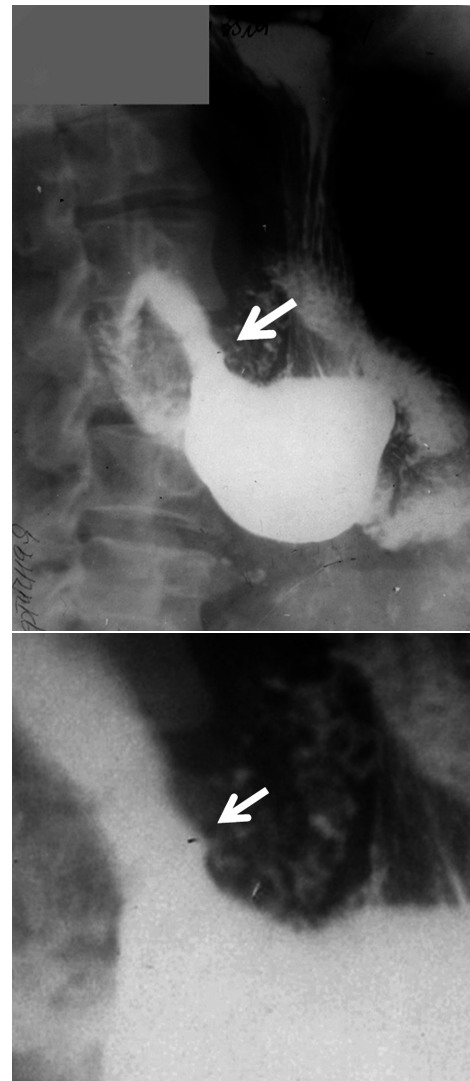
На обзорной рентгенограмме желудка в фазу полутугого заполнения определяется циркулярное сужение антрального отдела желудка с наличием плоской раковой ниши в начальном отделе сужения по малой кривизне
